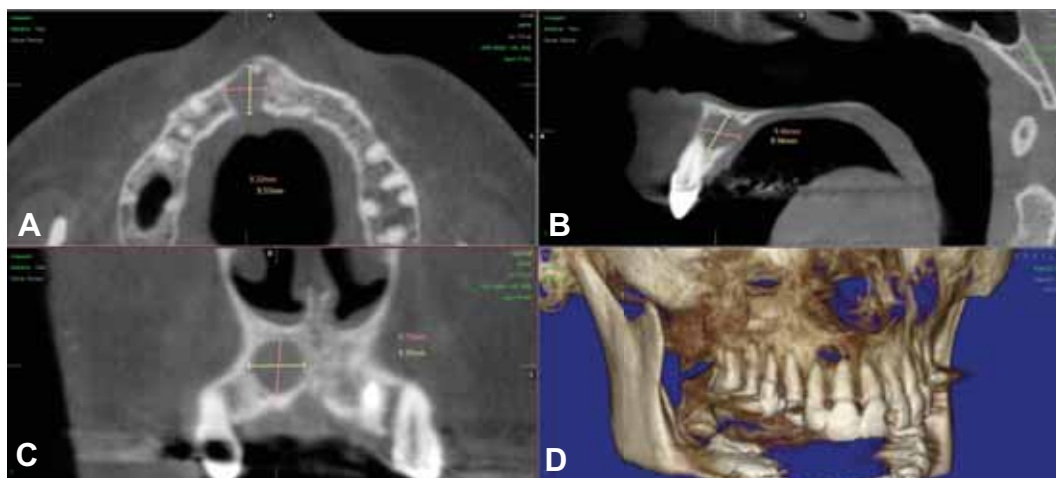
Imagem da TCFC da verificação pré-operatória transferidas para o software Nemotec® e segmentação 2D da lesão periapical nos diferentes planos de corte. A) plano axial: em vermelho - medida antero-posterior, em amarelo – medida vestibulo-palatina; B) plano sagital: em vermelho – medida vestibulo-palatina, em amarelo – medida supero-inferior; C) plano coronal: em vermelho – medida supero-inferior, em amarelo – medida antero-posterior; D) imagem 3D da arcada dentária superior.
